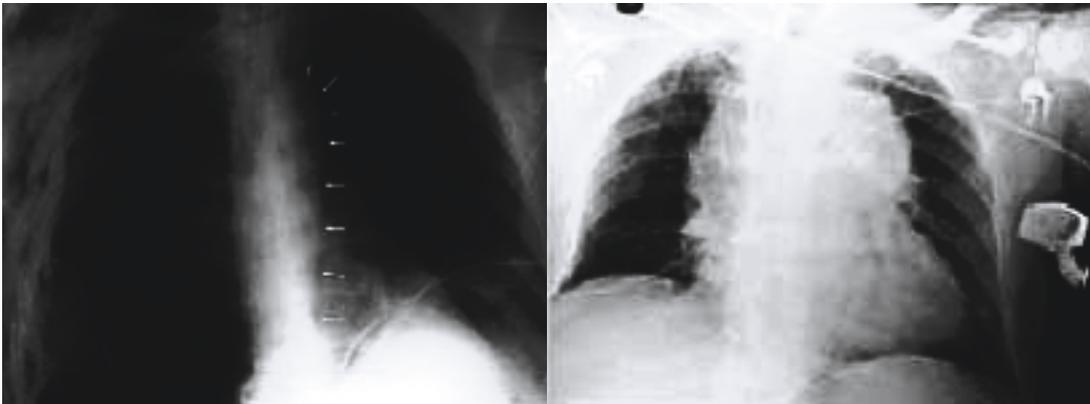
Mediastino normal y botón aórtico visible en la radiografía. b: Ensanchamiento mediastínico.
